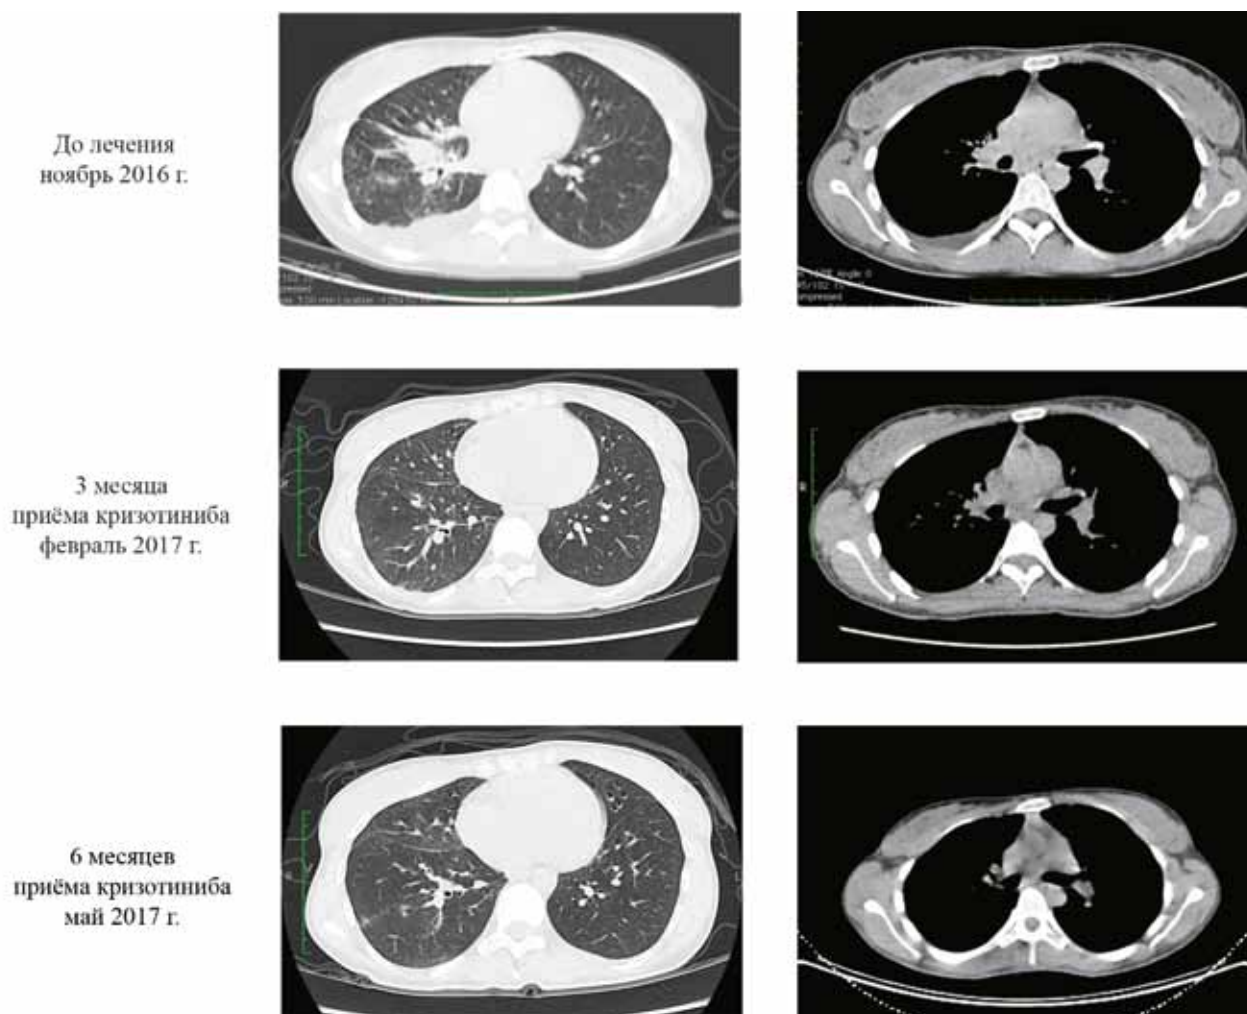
Контрольные КТ-исследования с интервалом в 3 месяца
